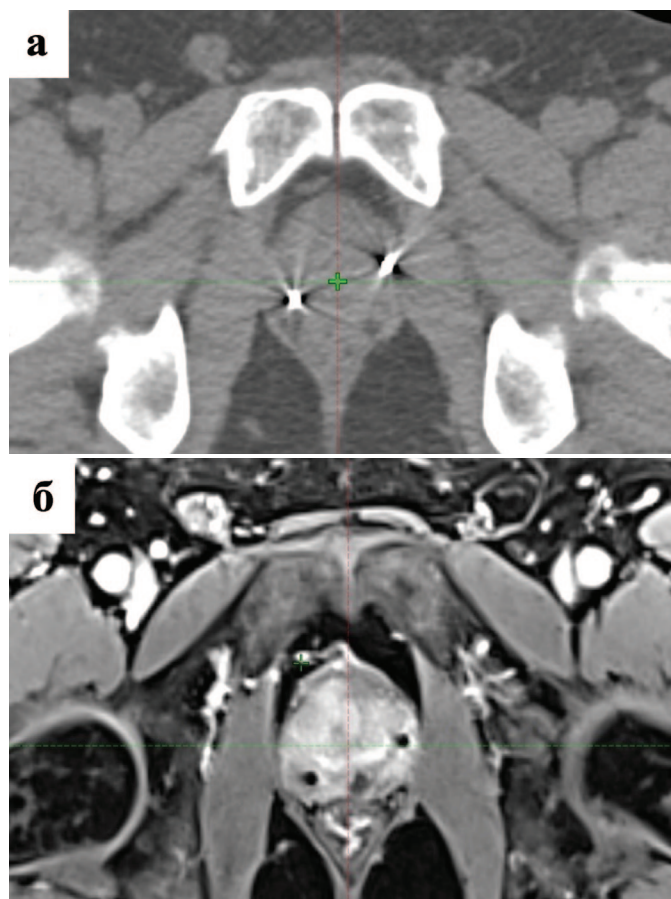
Рентгеноконтрастные маркеры в предстательной железе: а. КТ-топометрическое изображение; б. МР-топометрическое изображение
